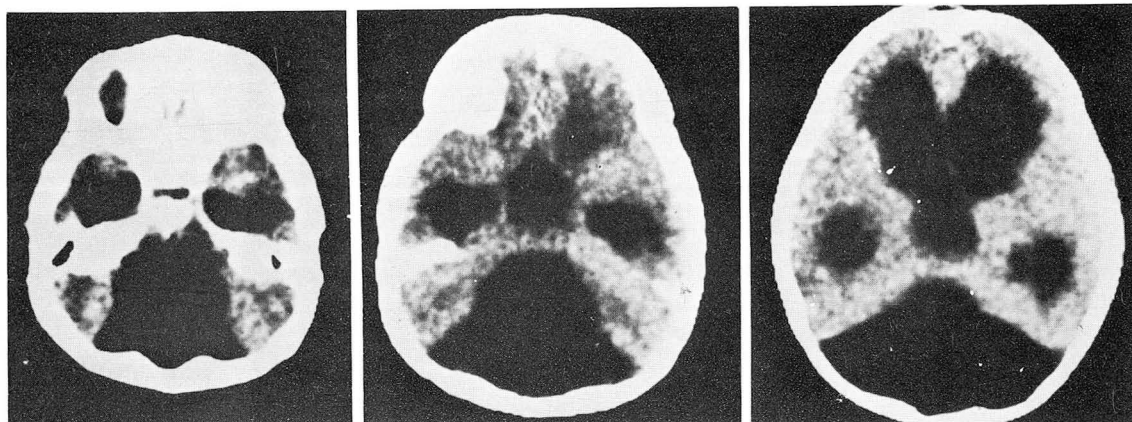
(Case I) CT scan shows huge triangular-shaped cystic mass occupying almost the entire posterior cranial fossa with small compressed cerebellar hemisphere in the lateral portion, indicating huge cystic dilatation of the fourth ventricle. Cerebellar vermis is not visualized. Lateral and the third ventricle are markedly dilated.
